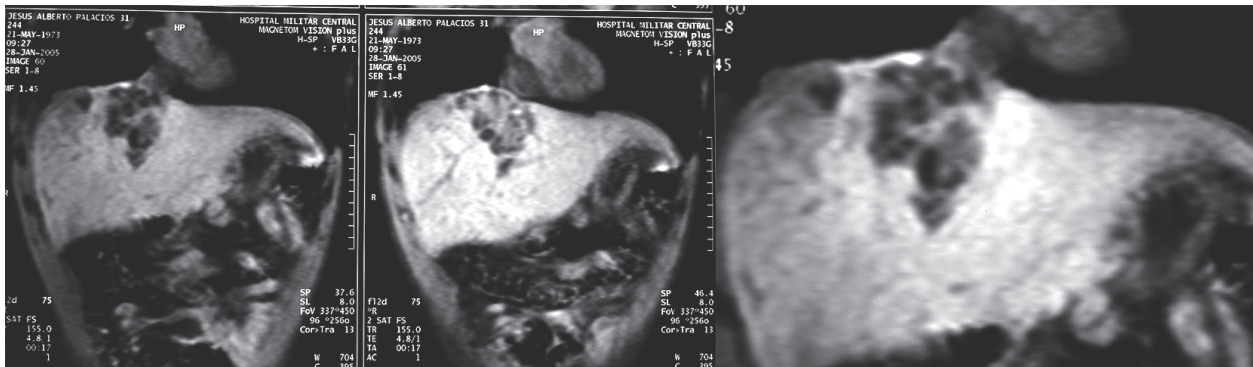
Resonancia nuclear magnética. Se visualiza área quística en zona 6 hepática, sin descartarse solución de continuidad en diafragma
